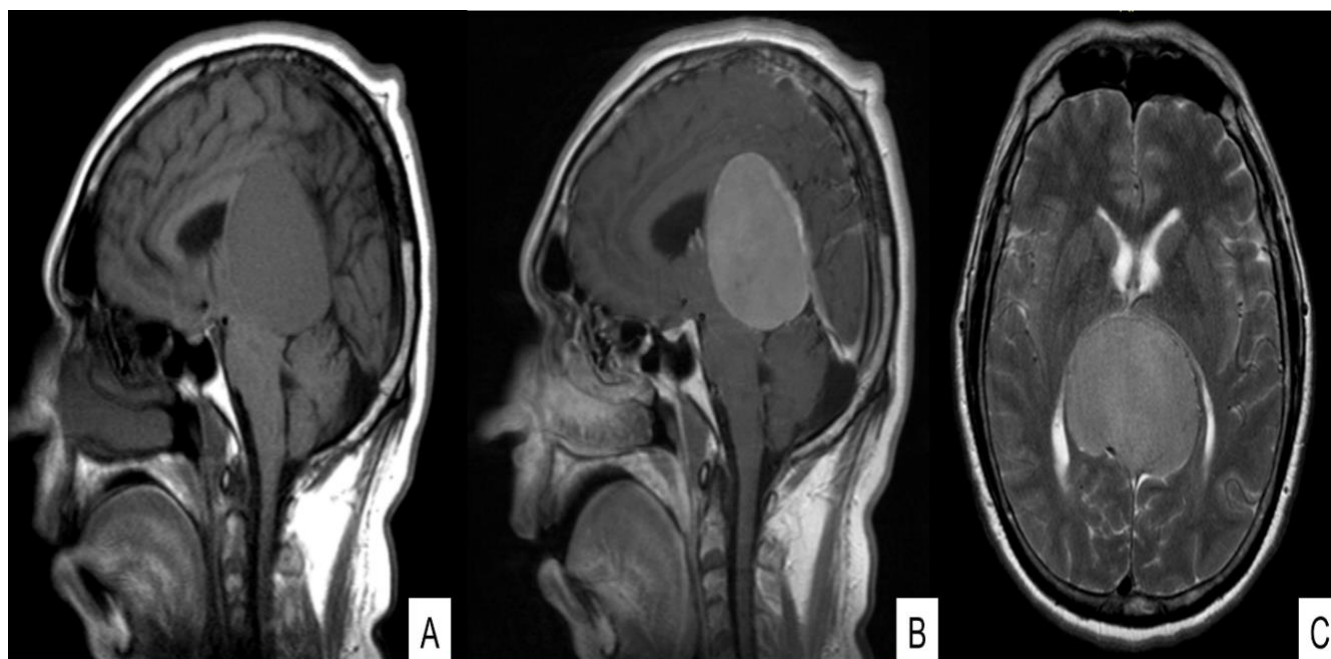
Resonancia nuclear magnética cerebral. A: T1 simple en plano sagital. Tumor isointenso con la corteza que produce desplazamiento posterior y superior del tentorio. Leve depresión del vermis cerebeloso. “Borra” el esplenio del cuerpo calloso. B: T1 contrastado en plano sagital. Intenso realce homogéneo de la tumoración de contornos bien definidos. C: T2 axial. El tumor es isointenso con la corteza cerebral. Tiene ligero efecto compresivo sobre los atrios de los ventrículos laterales. “Borra” el esplenio del cuerpo calloso.
